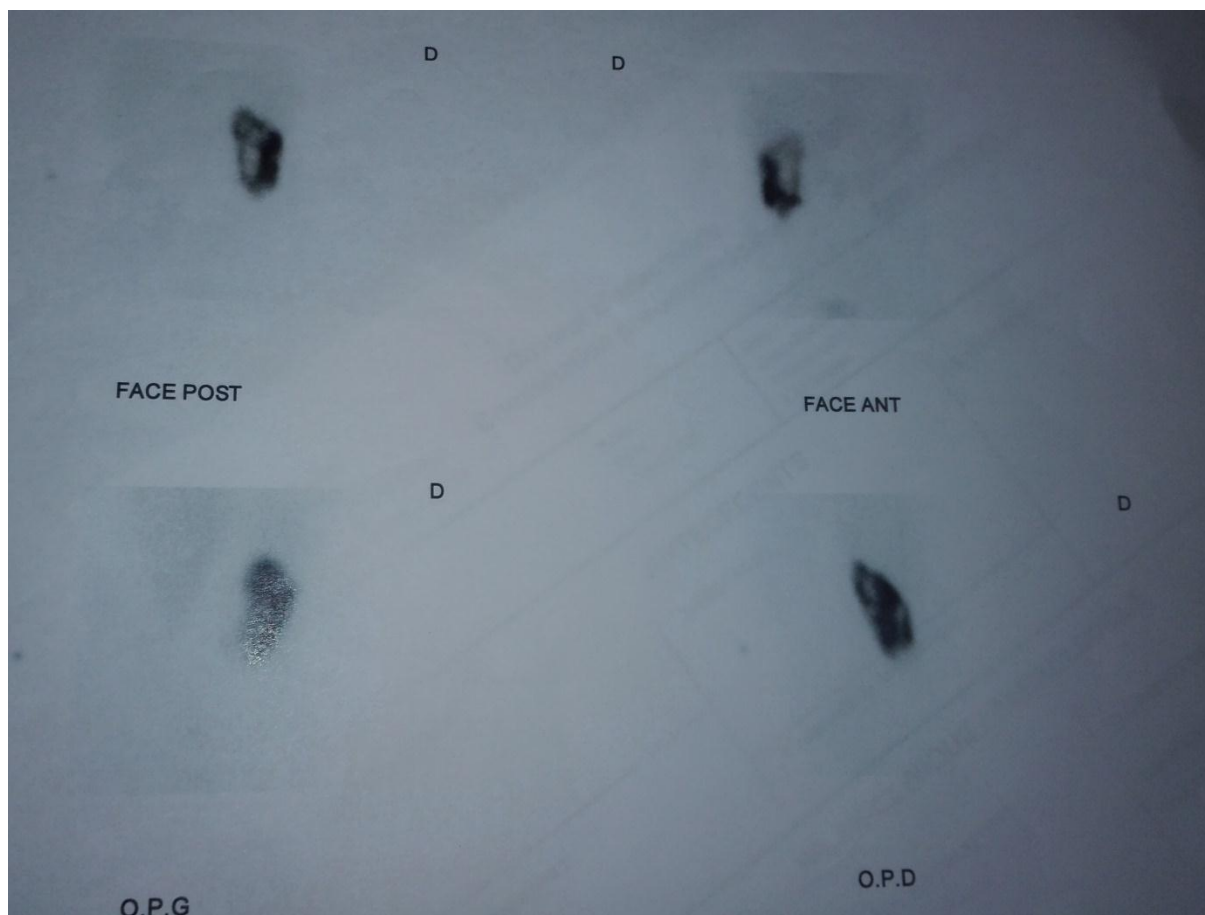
scintigraphie rénale : le rein droit assure la totalité de la fonction rénale globale, avec absence de visualisation du rein gauche en position normale .
